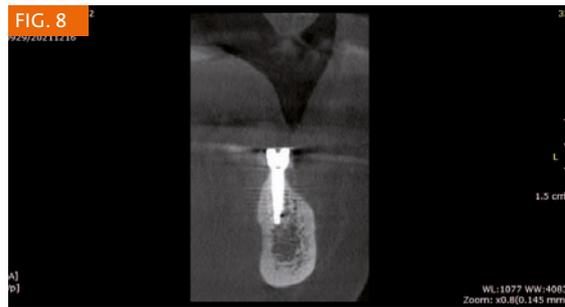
CBCT a 6 mesi (sezione coronale in 3.7).
